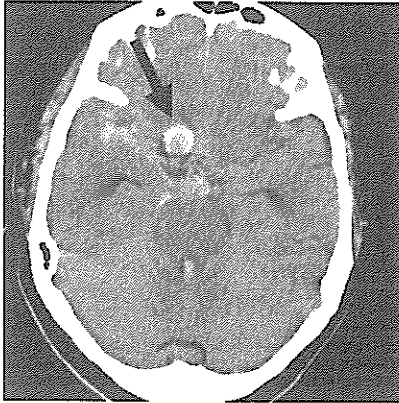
発症時頭部CT:脳底槽のびまん性のクモ膜下出血、ならびに第4脳室内に血腫を認める。石灰化を伴った動脈瘤(矢印)も確認できる。
